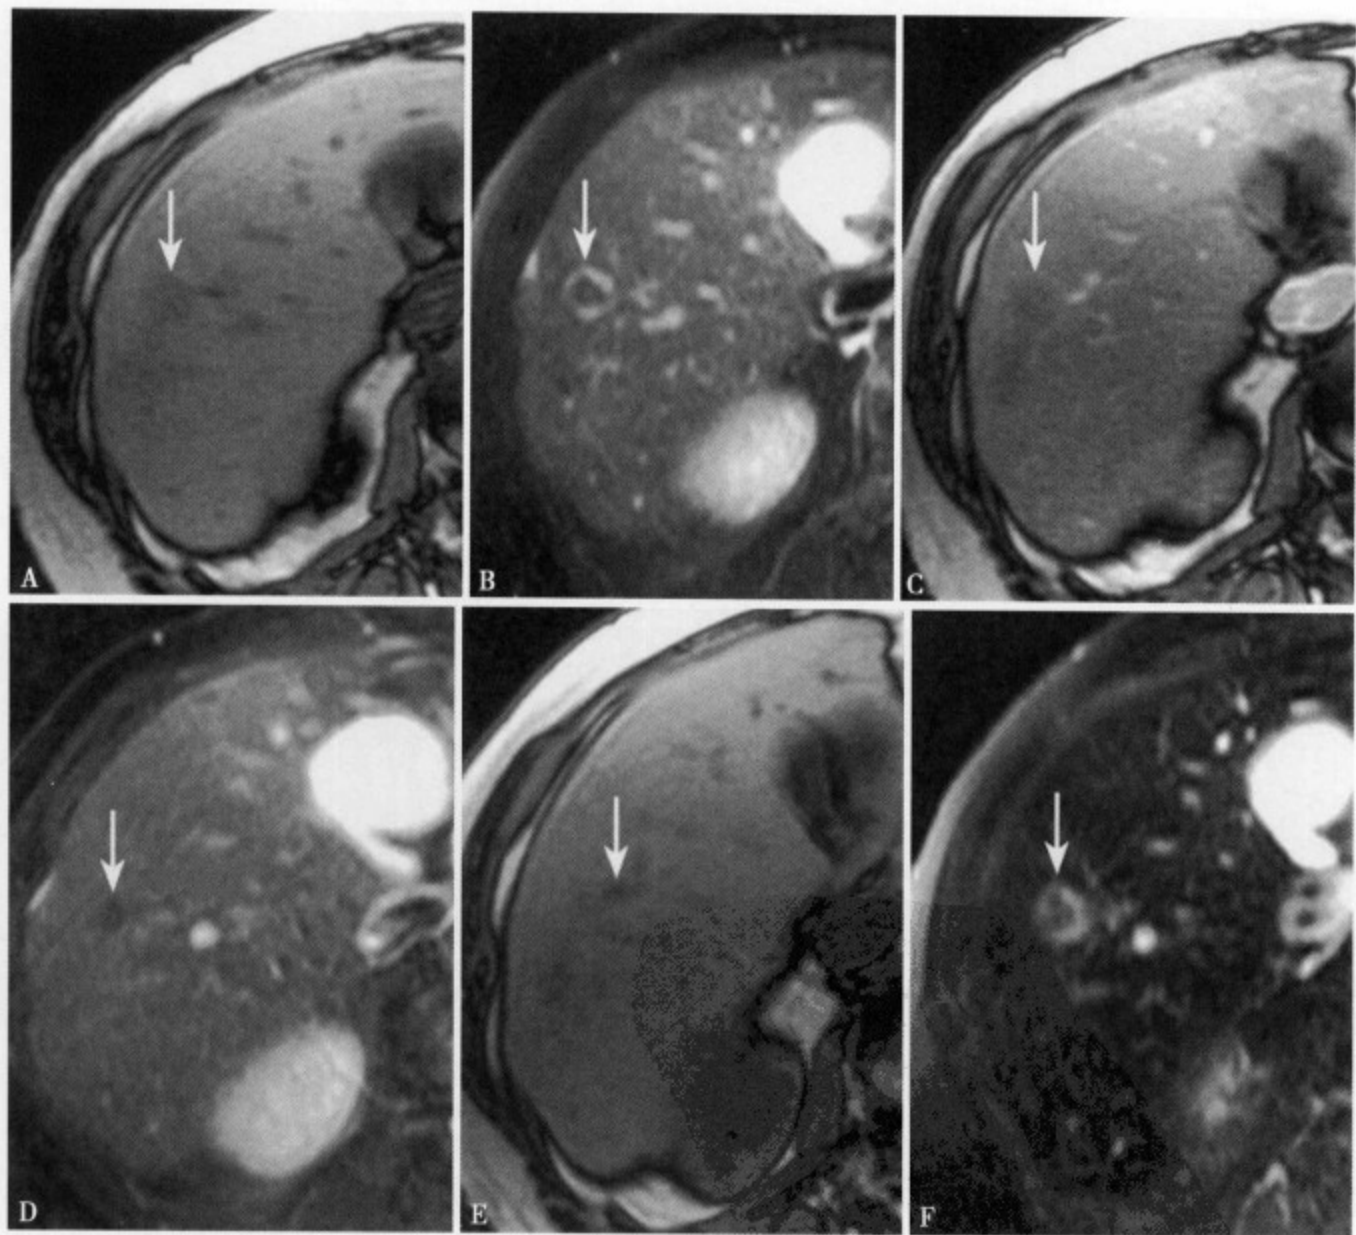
T₁WI (A) 肝右叶病变呈低信号，边缘不十分清楚；T₂WI (B) 病变周围呈环形高信号，中心为等信号；抗炎治疗 3 个月后复查，增强 MRI 动脉期 (C) 病灶强化不明显，边缘不太清楚；静脉期 (D) 原肝右叶环形高信号病灶消失，仅显示局限低信号明显缩小的病灶；平衡期 (E) 肝右叶病灶显示不清，几乎呈等信号；SPIO 增强 (F) 病灶中心表现为不规则低信号，等同于周围的正常肝实质，提示存在库普弗细胞
